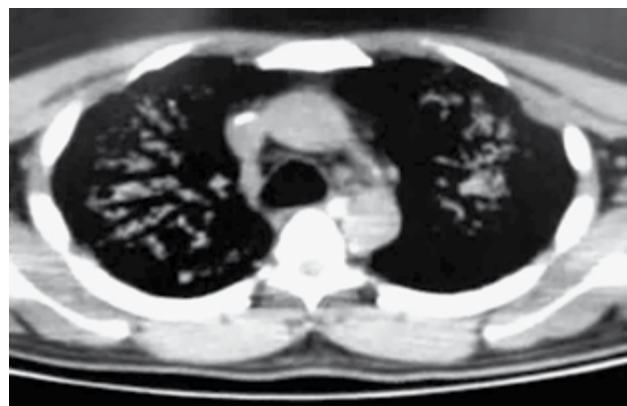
TAC de Tórax Simple a días del egreso de UCI.
